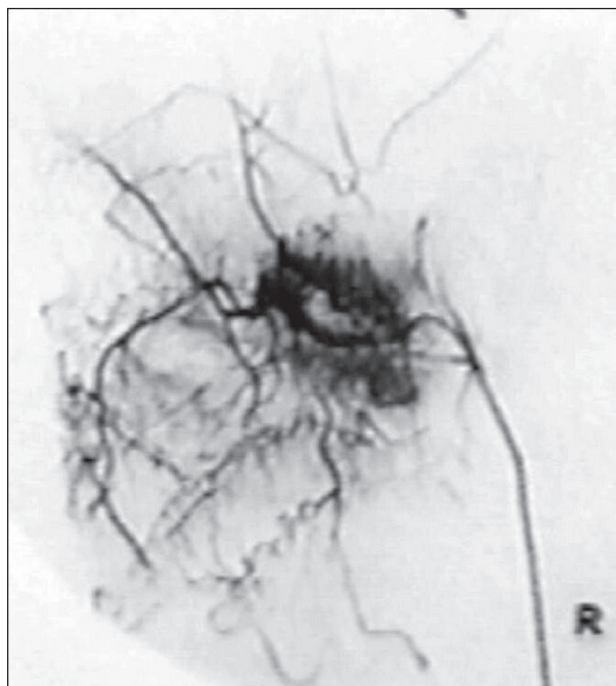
Ангиограмма верхнечелюстной артерии. Катетер установлен для выполнения эндоваскулярной окклюзии. Рентгеноконтрастный препарат – ультравист 370
